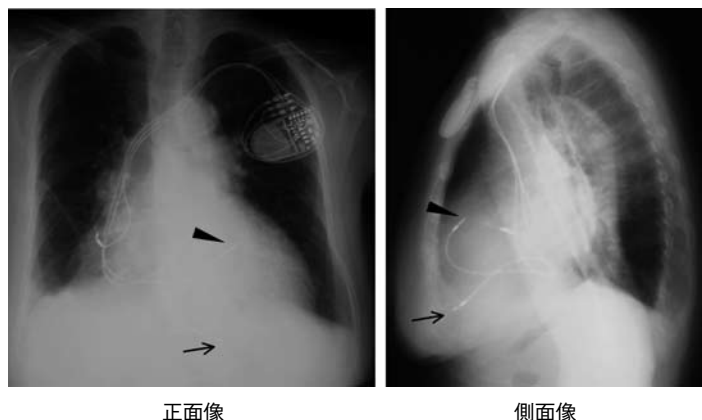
右室2点ペーシング植え込み後の胸部X線写真
